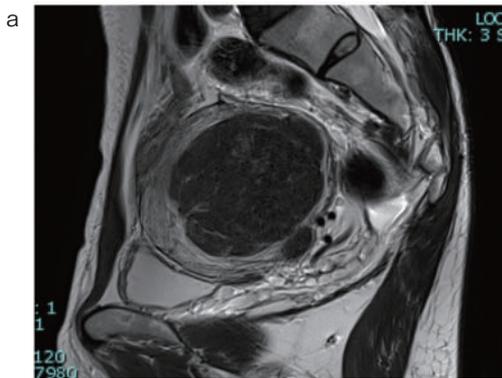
MEA前の骨盤部MRI T2強調矢状断像。7 cm大の筋腫を認める（矢状断では内膜の圧排は確認できない）。
